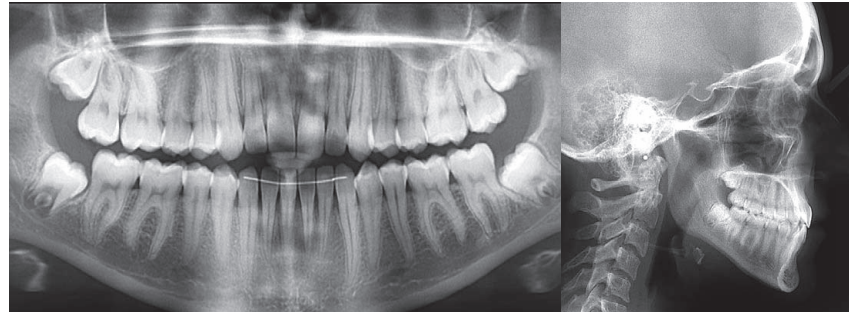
Examens radiographiques (panoramique avec présence d'un fil de contention, téléradiographie de profil).
